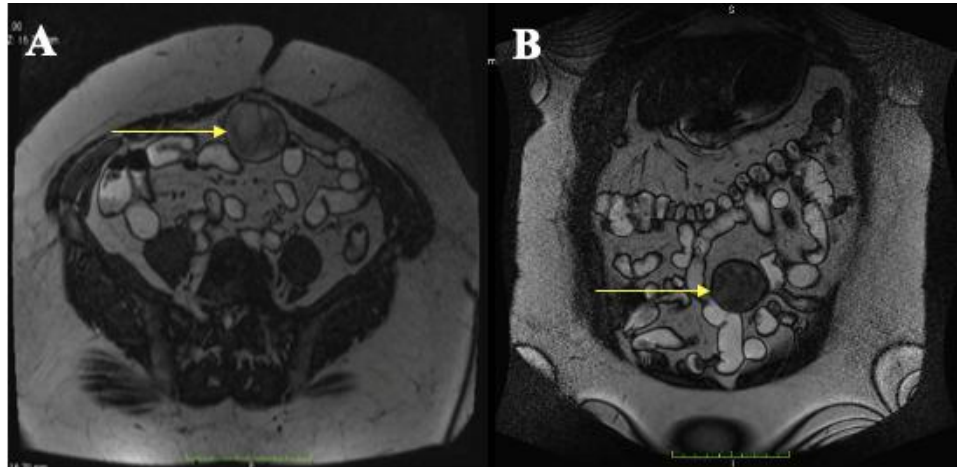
L'IRM abdominale révélant la lésion (flèches jaunes). (A) Coupe axiale. (B) Coupe coronale.
